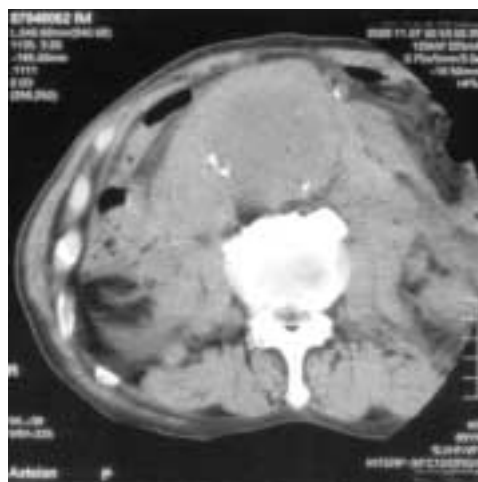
Preoperative CT of Case2
